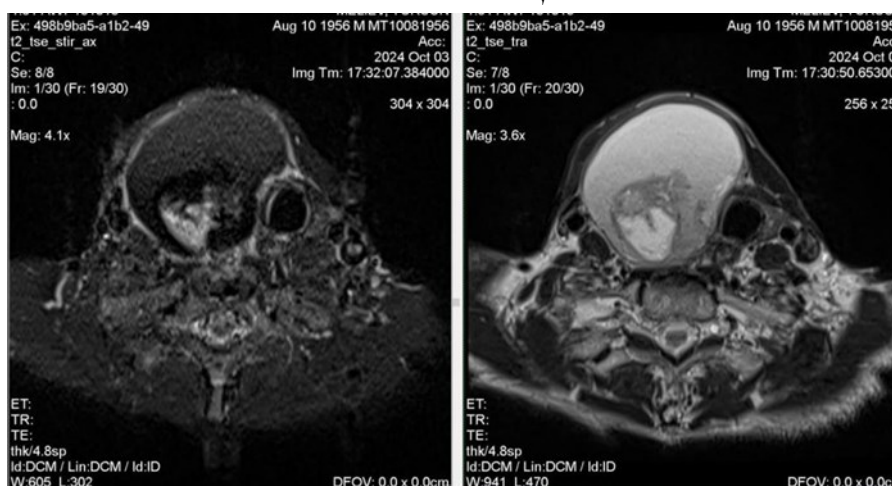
Больной Мелиев Т., 63 лет. На МРТ киста правой доли щитовидной железы V степени, со сдавлением органов шеи.
